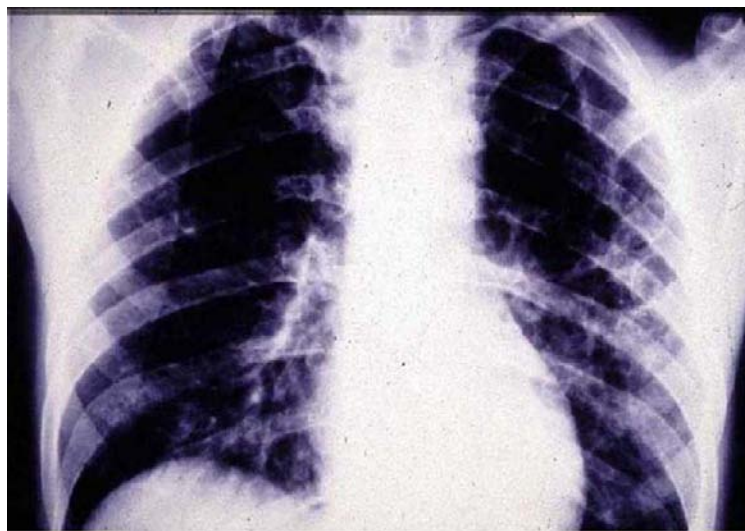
Radiographie thoracique de pneumopathie interstitielle à PJ [57]
